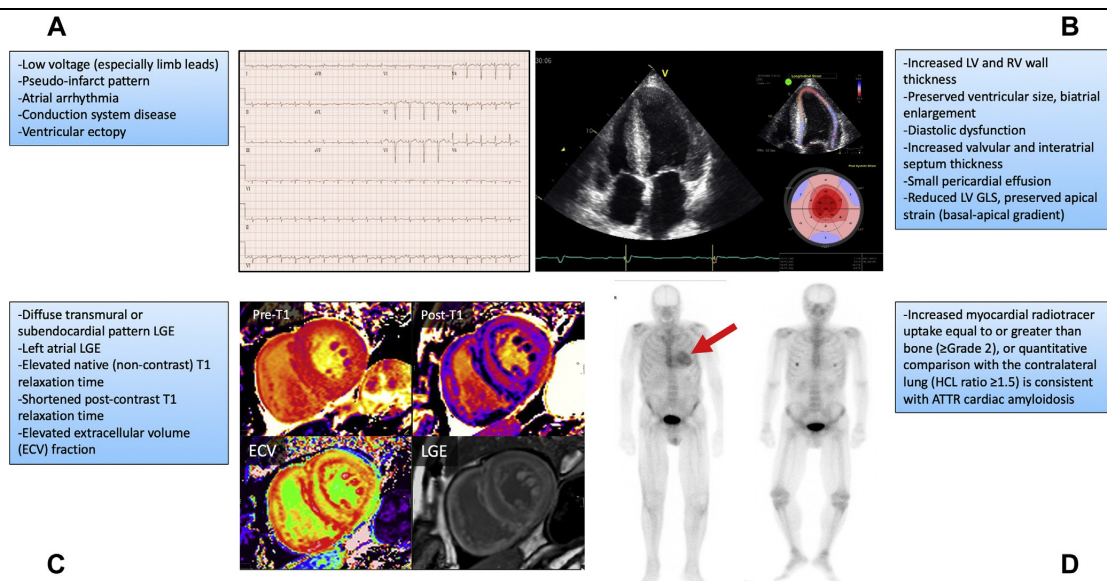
心脏淀粉样变性的检查特点。(A) 心电图典型表现：肢体导联低电压、假性心肌梗图形、房性心律失常、传导系统病变、室性早搏。(B) 超声心动图发现，心尖四腔切面（左图）显示左右室壁增厚，心室大小可，瓣膜增厚和双房扩大，斑点追踪显像纵向应变测量（右上图）显示心尖部应变保留，基底和中间节段受损（右下）。(C) 心脏磁共振成像典型表现为 native T1 时间增加（左上），增
